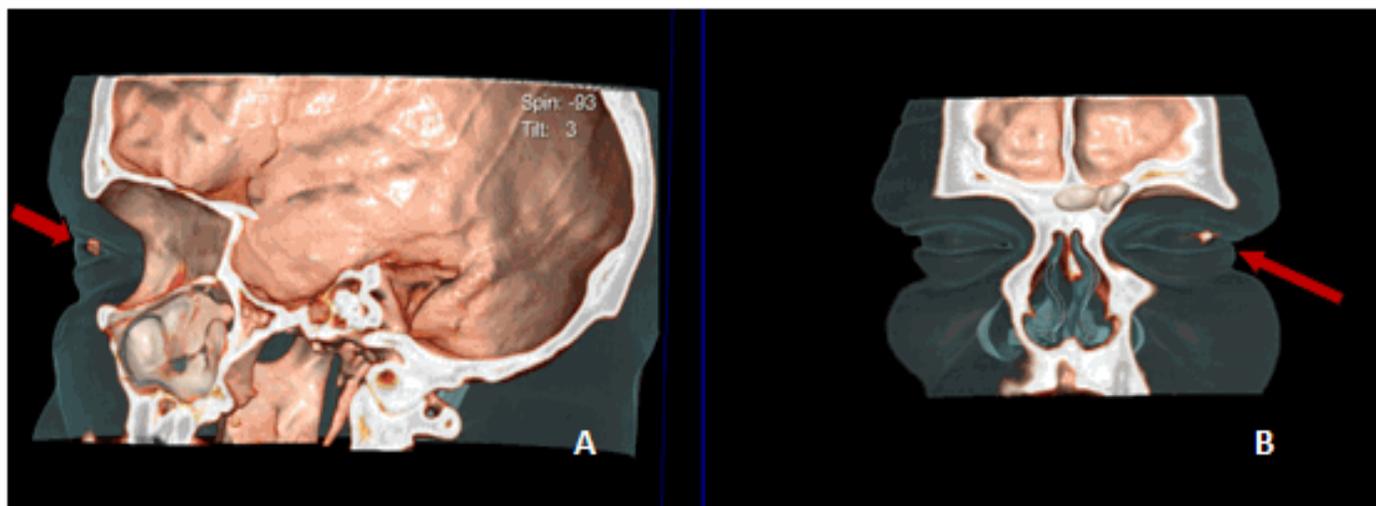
Tomografía computarizada multicorte de órbitas mostrando cuerpo extraño metálico intraocular en órbita derecha. A (vista sagital) B (vista coronal).
